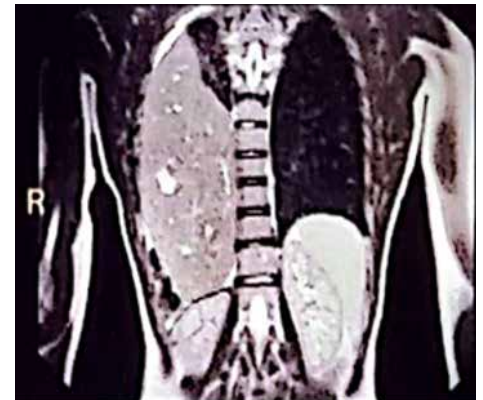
Магнітно-резонансна томографія органів грудної клітки та черевної порожнини хлопчика М. віком 14 років до операції
